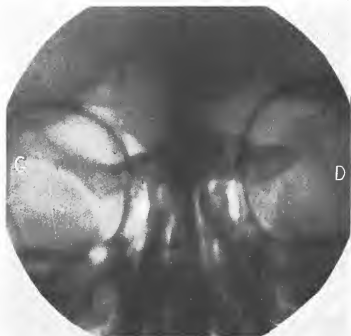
Radiographie prise front sur plaque. Remarquer l'ostéome médian.
